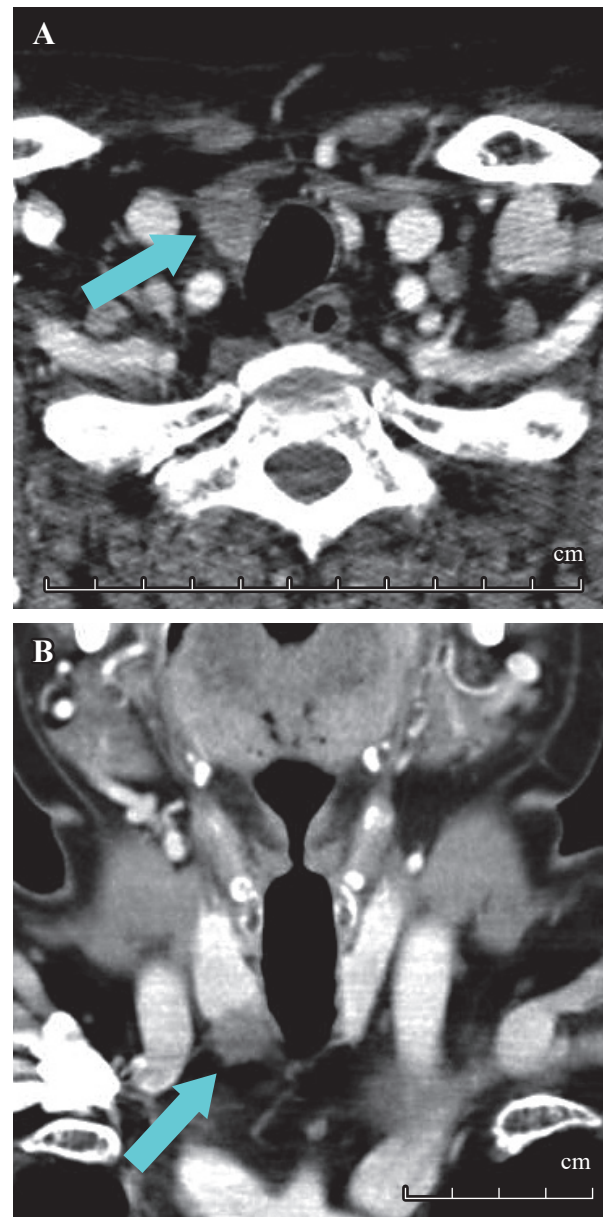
Contrast-enhanced CT of the tumor. Low attenuation mass (arrows) is located at the lower pole of the right lobe of the thyroid. A: axial view, B: coronal view.
